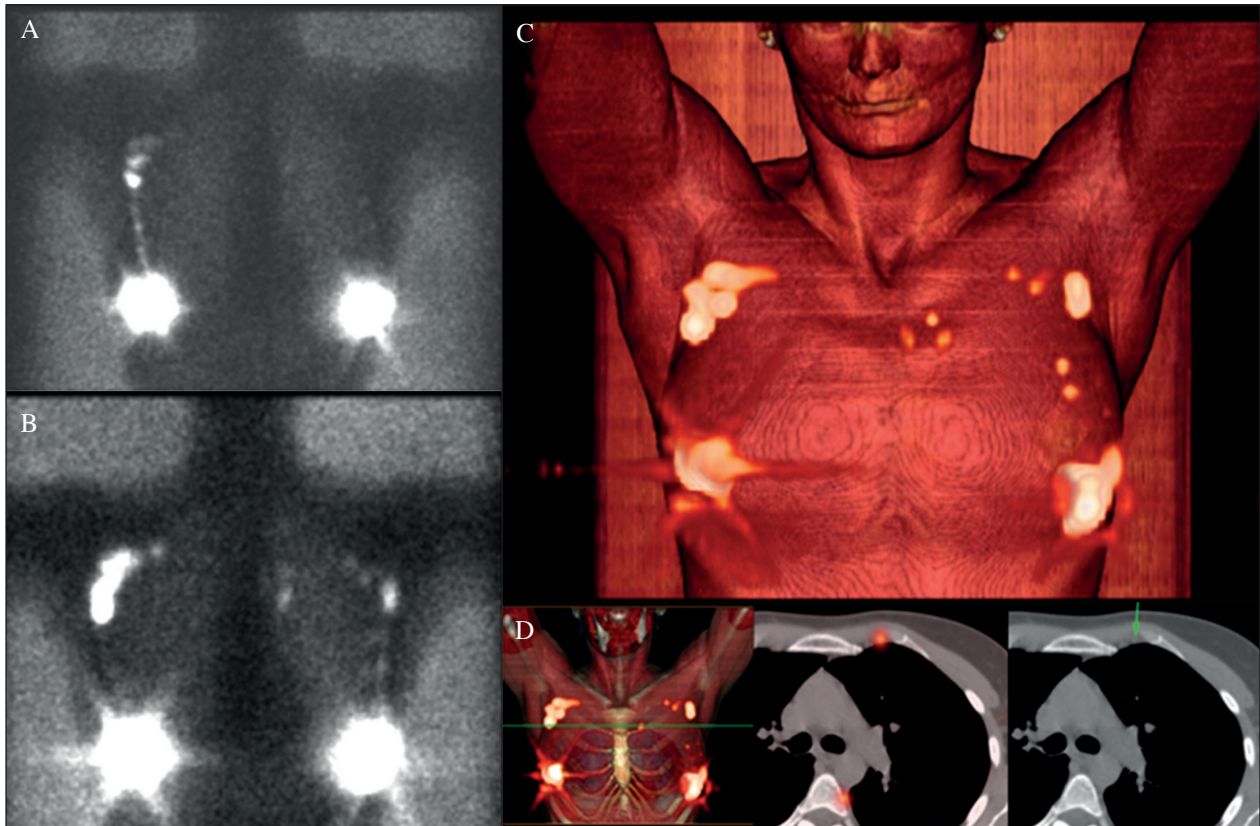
Ejemplo de drenaje multidireccional del cáncer de mama. Paciente con neoplasia bilateral. A. La imagen planar precoz muestra canal linfático hacia región axilar en mama derecha. B. La imagen planar tardía presenta drenaje bilateral y aparición de captación parasternal izquierda. C. Representación volumétrica del drenaje. D. Reconstrucción SPECT/CT con imágenes fusionadas mostrando la captación en cadena mamaria interna izquierda.
